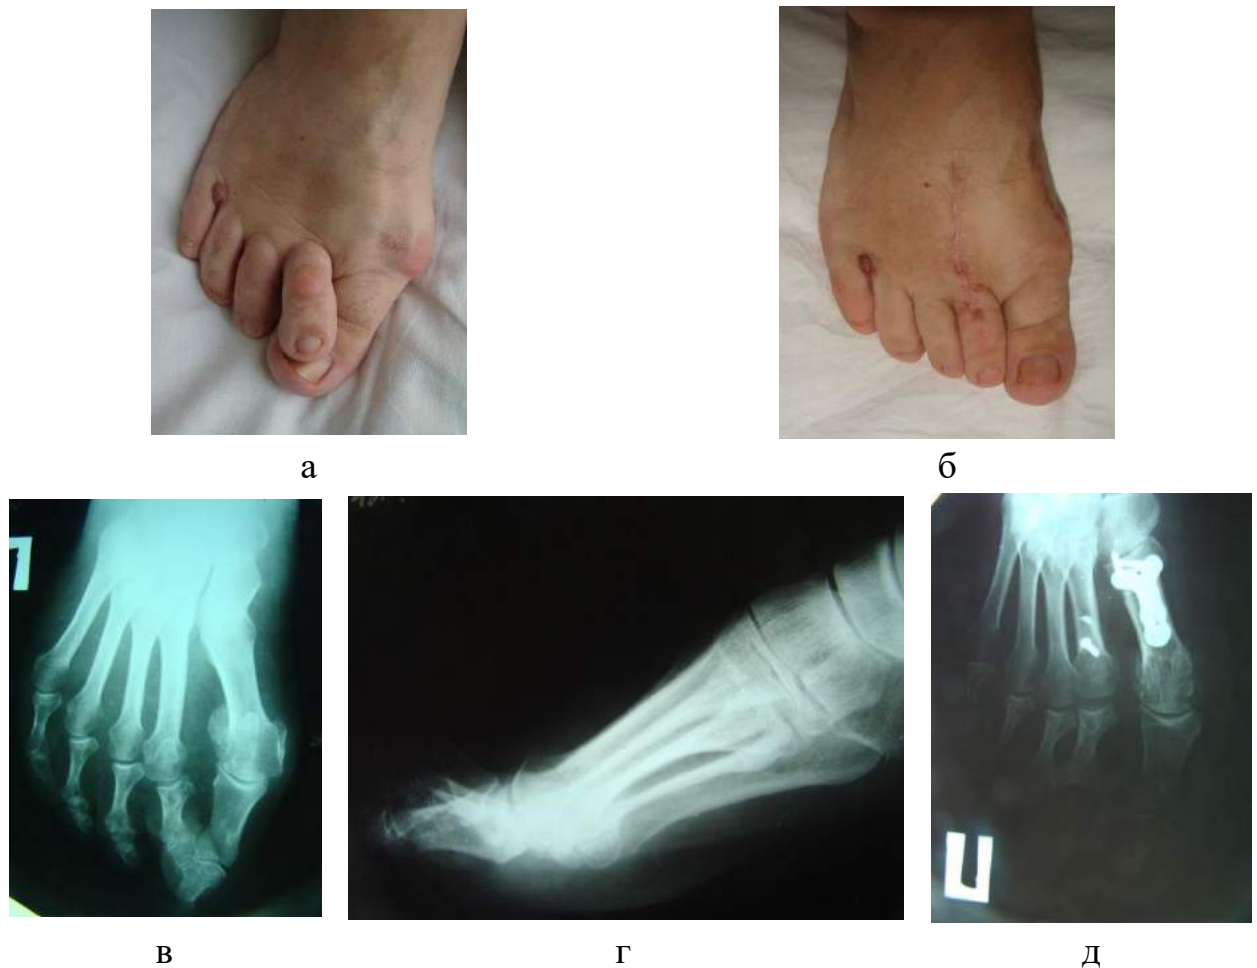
Зображення правої стопи пацієнтки з HV III ст. та молоткоподібною деформацією 2-го пальця стопи за класифікацією G1-G2 з наявністю метатарзалгії до операції (а) та через 6 місяців (б) після хірургічного втручання. Фотовідбитки з рентгенограм переднього відділу правої стопи до операції (в, г) та через 6 місяців (д) після хірургічного втручання.
